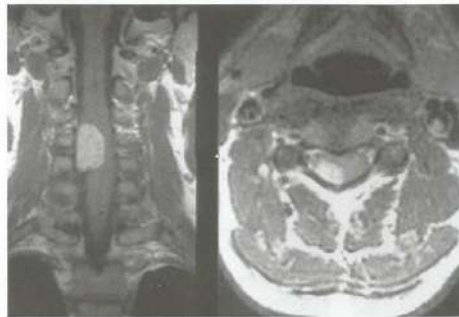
RM da coluna cervical com meningioma. Observar a base meníngea da lesão no plano coronal.
